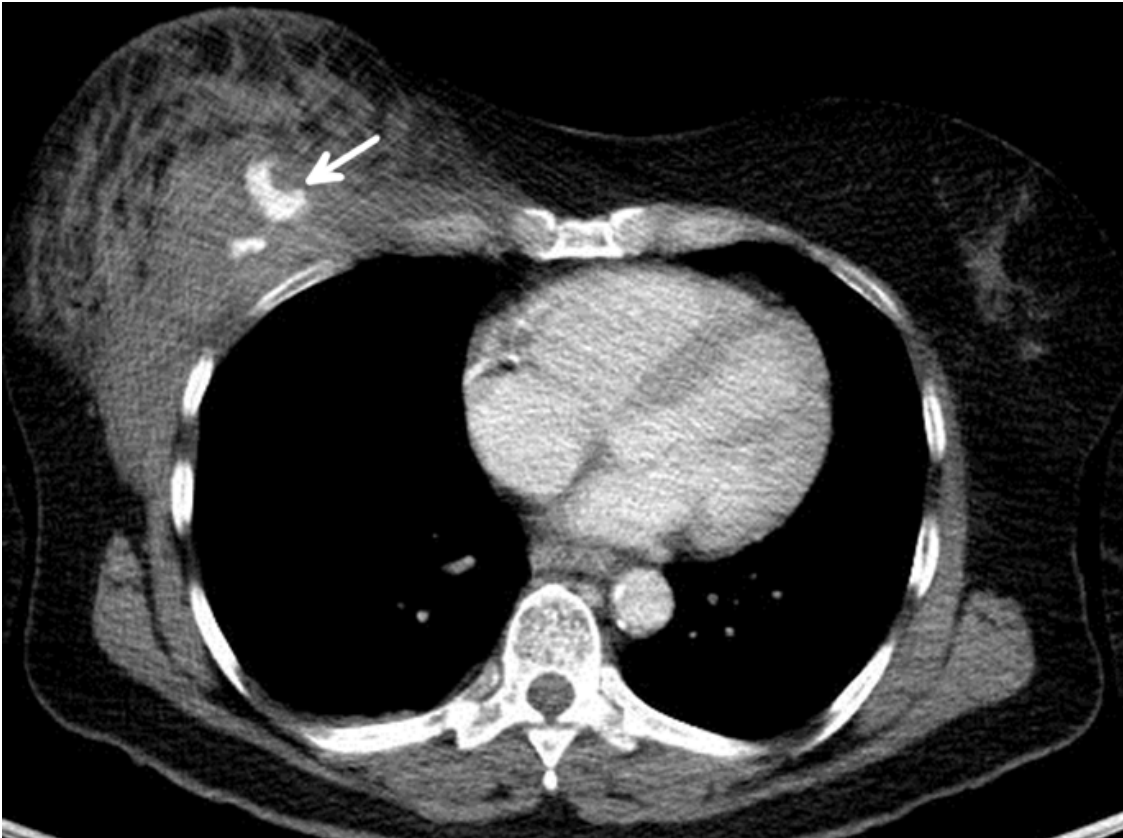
Massive Weichgewebsverletzung mit Kontrastmittel-Extravasation (Pfeil) als Zeichen einer aktiven Intercostalarterien-Blutung, CT axial, arterielle Phase, Weichgewebsfenster. Quelle: [20].
